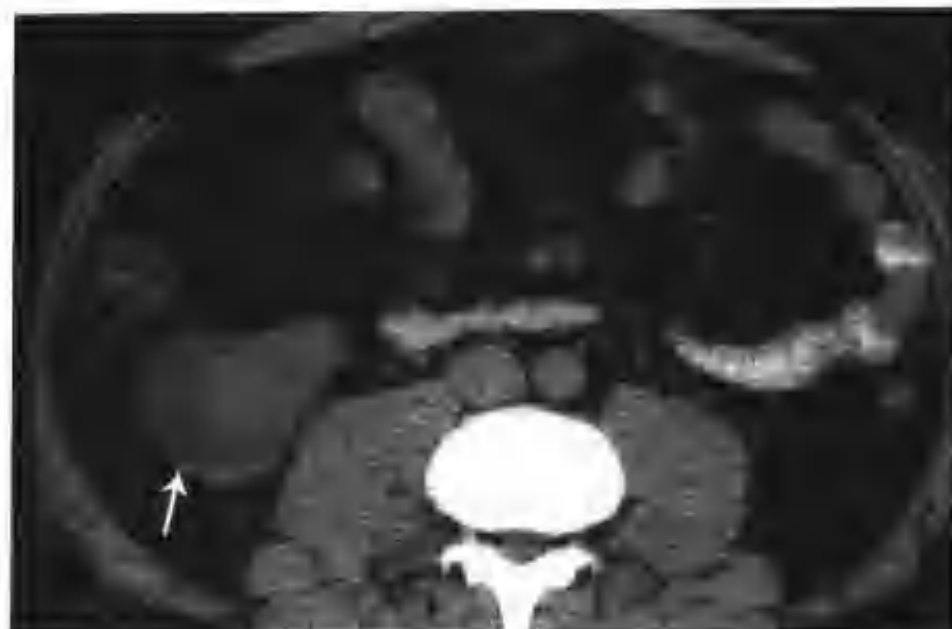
右肾细胞癌（CT平扫见右肾下极有一囊实性病变，单囊，大小5cm×5cm，囊内见一个2.5cm×3.0cm的壁结节（箭头））
